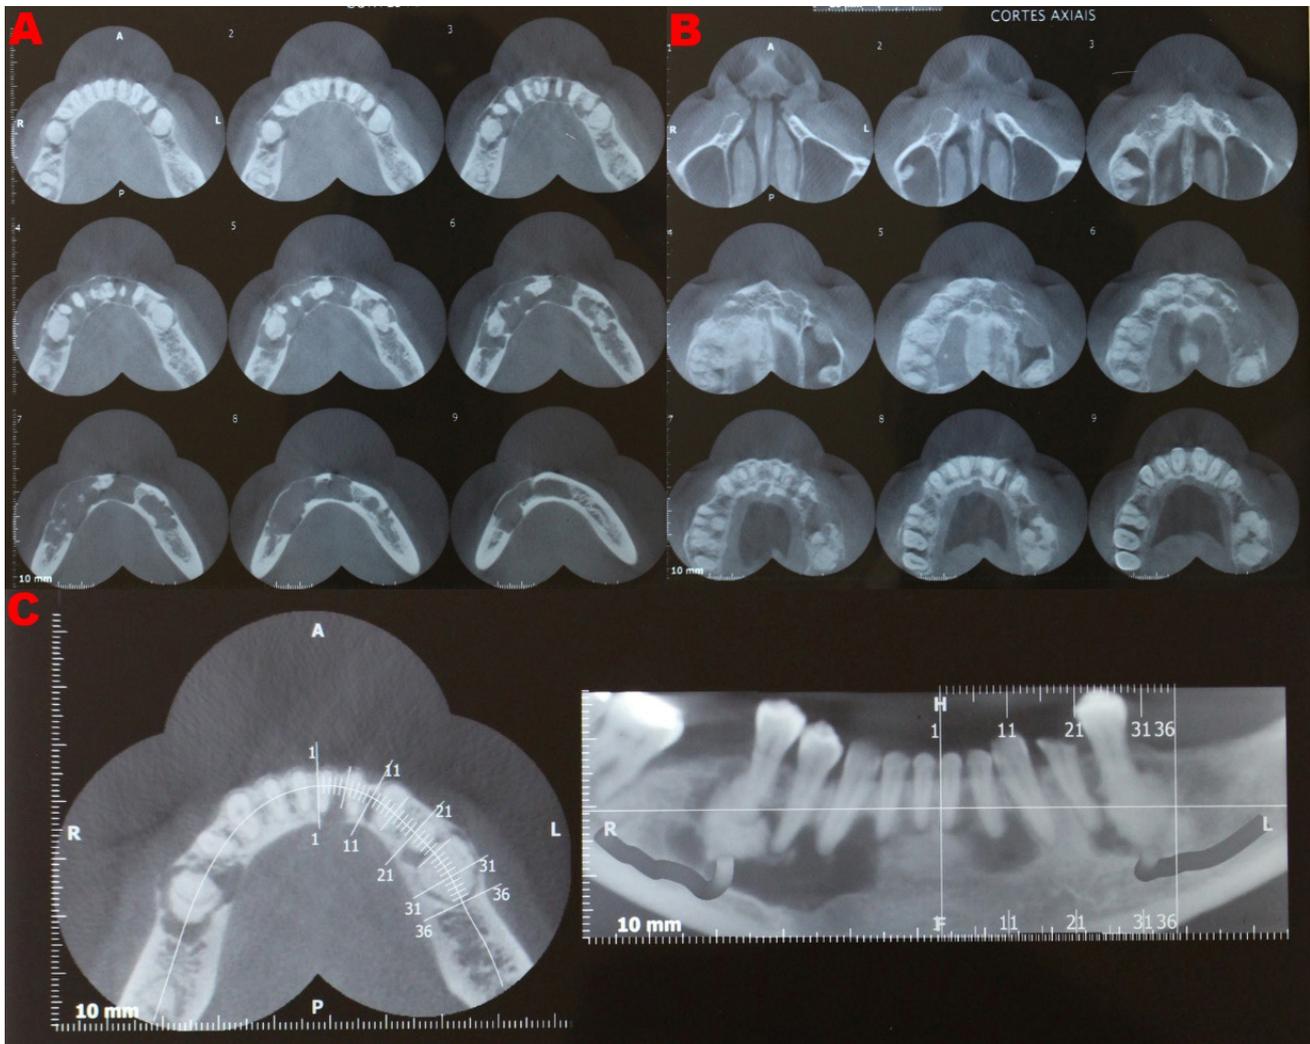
Exames de tomografia computadorizada cone beam
